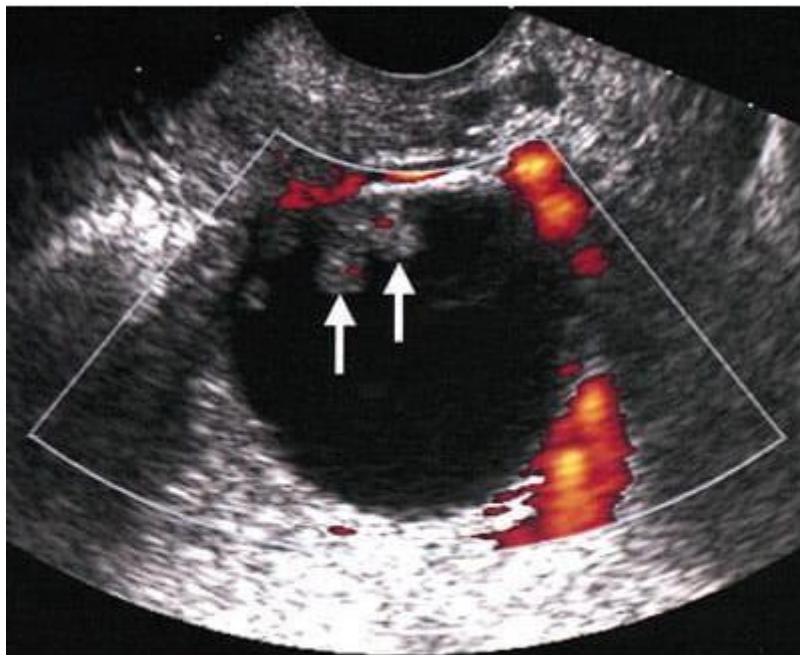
Échographie d'une masse ovarienne maligne (flèches) (Hricak et al. 2002)
